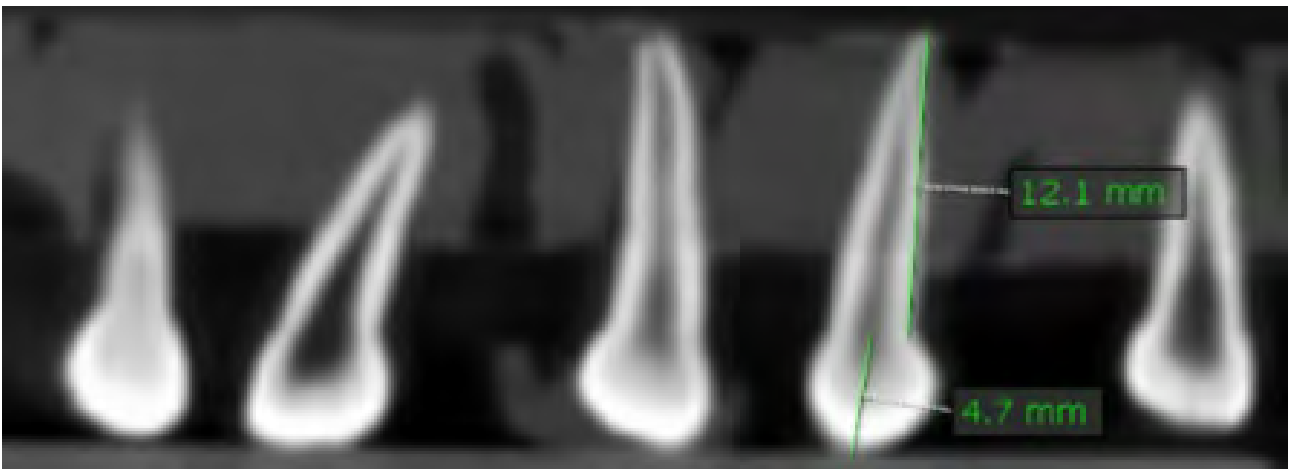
Determinación de la longitud de la corona y de la raíz en la Tomografía Computarizada Cone Beam
